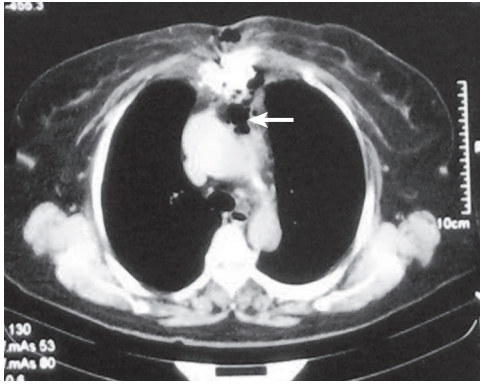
冠状动脉旁路移植术后胸骨切口感染，胸部 CT 轴位扫描，切口裂开，胸骨后残余脓腔（箭头所示）
